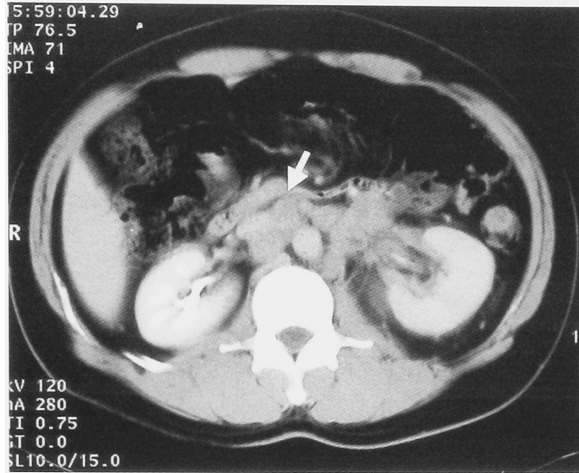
Abdominal computed tomography revealing retroperitoneal lymph node swelling about 2 cm at the around of aorta.
